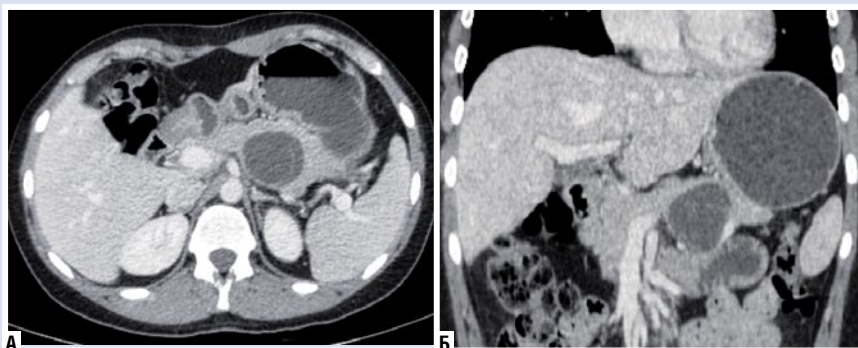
Срезы компьютерной томографии органов брюшной полости от 16.11.2021. А – аксиальная проекция; Б – коронарная проекция.
